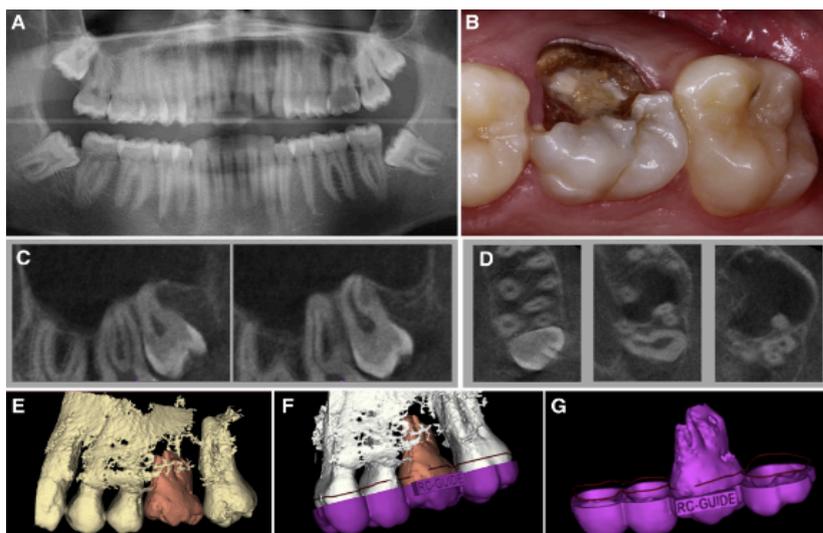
Ilustração do protótipo 3D do dente dador e do modelo de orientação utilizados na ATT realizada com a técnica PRAC. A: radiografia panorâmica de um homem de 21 anos com cárie grave no 26. B: como o dente não pôde ser restaurado, foi decidido transplantar o terceiro molar. C e D: foi realizada uma TCFC do dente dador. E: Usando o modo de planeamento do software, foi realizado um transplante virtual do dente dador na sua posição 3D pré-definida. F: modelo de orientação 3D virtualmente concebido. G: ficheiros da réplica do dente e do modelo de orientação criados para a impressão 3D final. (10)
